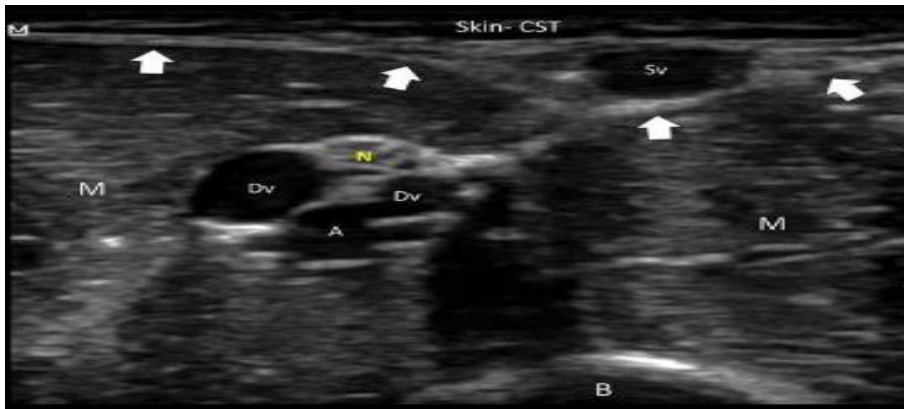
Anatomia ecografica applicata all'incannulamento delle vene periferiche degli arti superiori. Le vene superficiali (Sv) si trovano sopra la fascia (delineate da frecce) nel tessuto sottocutaneo cellulare (CST) e le vene profonde sotto la fascia. Come notato, le vene profonde sono accoppiate (vene brachiali in questo caso) e sono accompagnate da un'arteria (A, arteria brachiale, in questo esempio) e un nervo (N, nervo mediano in questo caso) nel fascio neurovascolare. Il muscolo (M) e l'osso (B) si trovano nel compartimento sottofasciale. Le vene superficiali devono essere selezionate per l'incannulamento.
